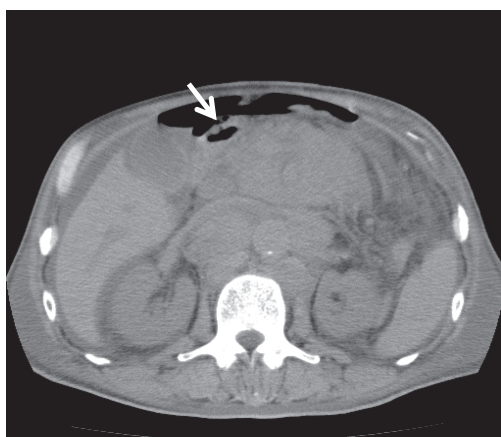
腹部造影CT検査：十二指腸球部に穿孔が疑われる（図中矢印）
